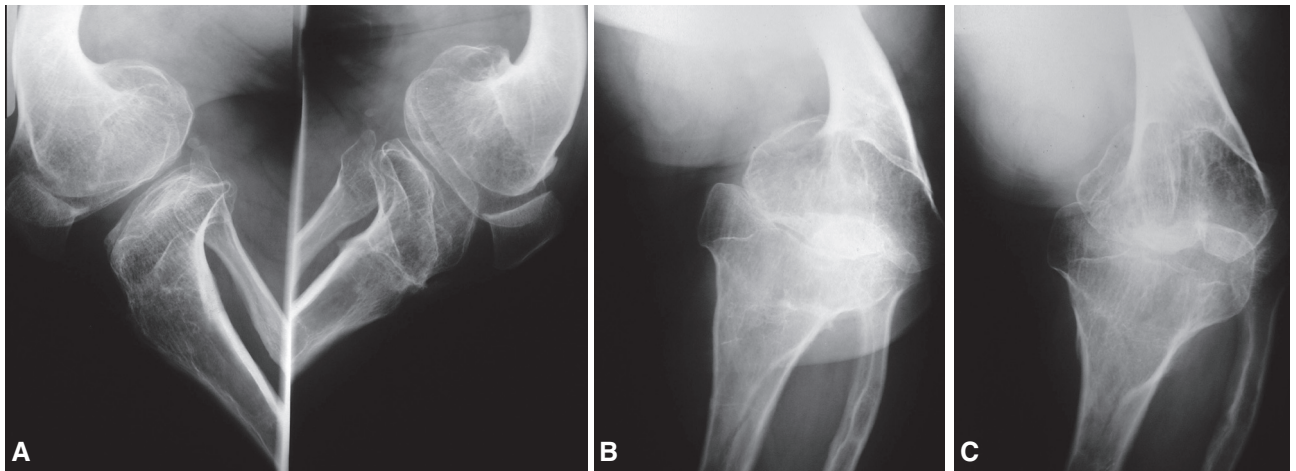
A. Radiografías de rodilla. Metáfisis ensanchadas y deformidad del fémur y de la tibia. B. Rodilla de frente. C. Rodilla de frente.
